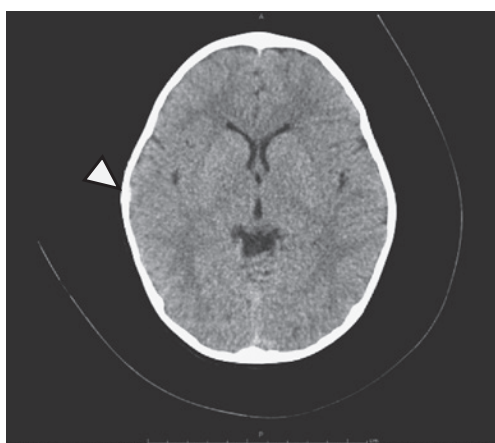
受傷後撮影された頭部単純 CT 写真 (矢印は硬膜外血腫の部位を指している)
